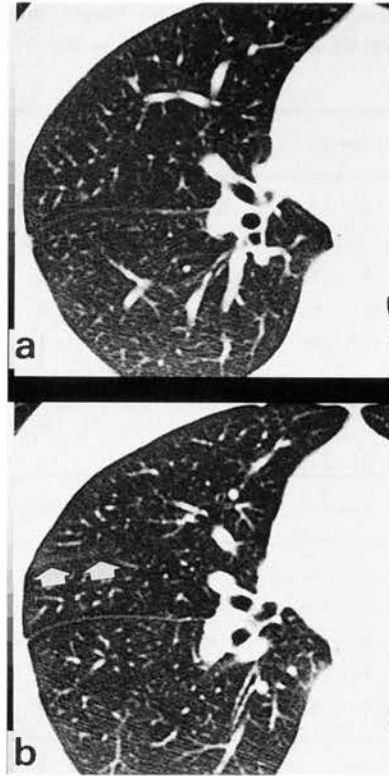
Right major and minor fissures at intermedius level on thin-section high resolution CT
